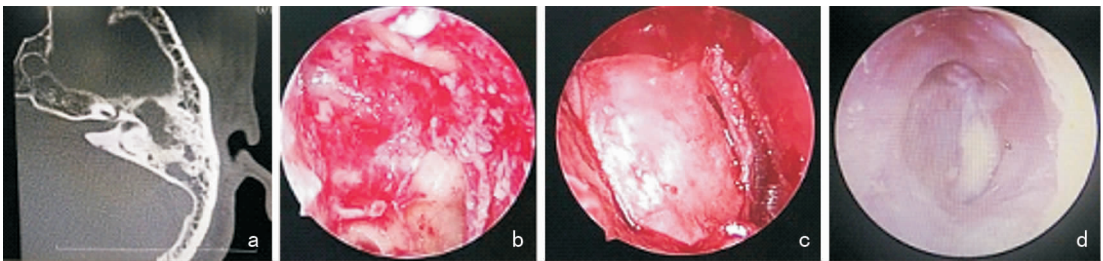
中耳鼓室腔胆脂瘤 a:术前 CT 显示右耳板障型乳突,上鼓室、中鼓室软组织占位影,局部骨质吸收破坏;b:内镜下清除中上鼓室胆脂瘤,镫骨完整保留,鼓窦口扩大,窦内未见胆脂瘤;c:内镜下复合耳屏软骨-软骨膜修复穿孔鼓膜及上鼓室外侧壁;d:术后 3 个月,内镜下复查上鼓室外侧壁及鼓膜愈合良好,未见胆脂瘤复发
